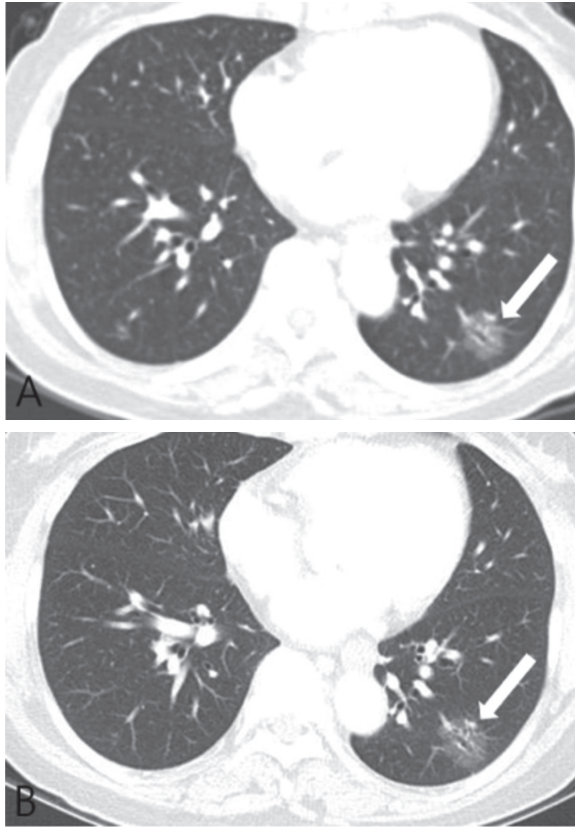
Progression of ground-glass nodule showing size increase in 61-year-old woman with adenocarcinoma. A: Initial CT scan shows about 16 mm sized pure ground-glass nodule in left lower lobe (white arrow). B: On follow-up CT scan obtained 26 months later, this lesion definitely increases in size (white arrow). The patient underwent left lower lobectomy, and pathologic examination revealed that this lesion was adenocarcinoma.
